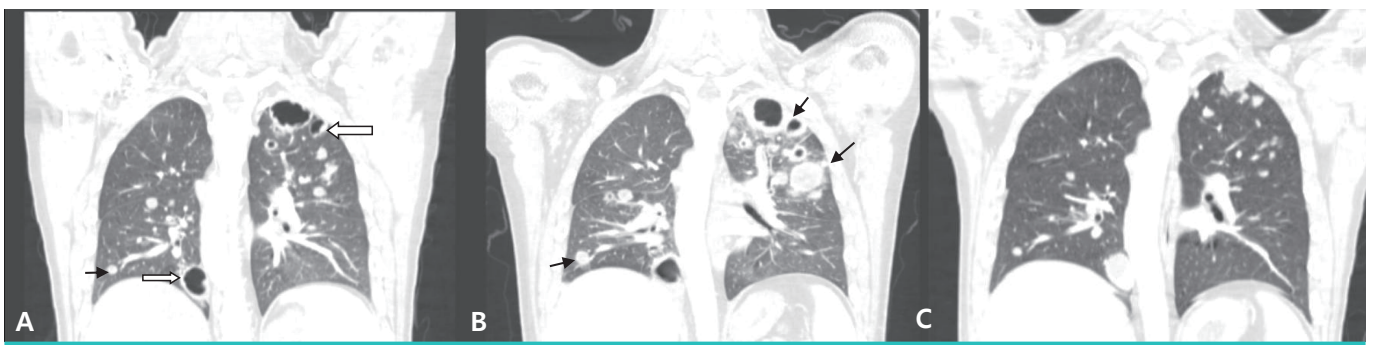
Coronal conventional CT scans. (A) The initial CT scan shows multiple nodules and masses with cavitation (white arrow) or without cavitation (black arrow), or of the subpleural portion in the left upper lobe and right lower lobes. (B) CT scan after 22 days of PCP treatment shows paradoxical worsening of multiple lung nodules and masses. (C) CT scan after 75 days of PCP treatment shows decreased size of multiple lung nodules, masses, and the disappearance of cavitation.
